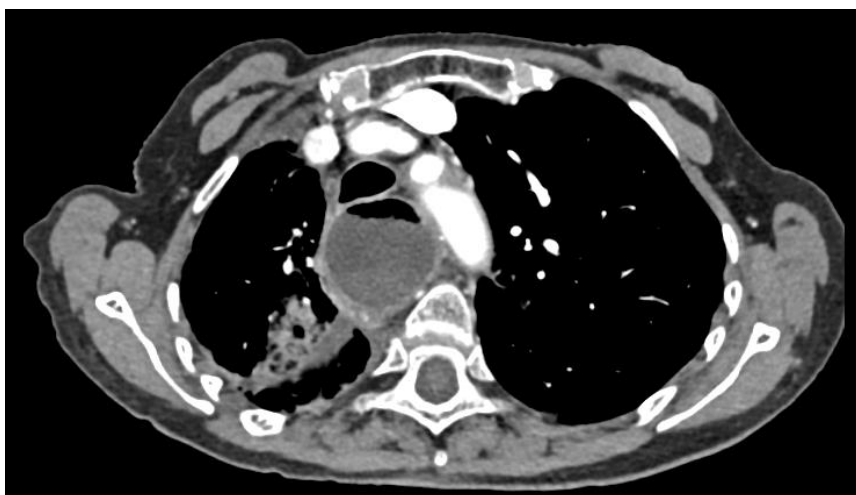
TC de tórax. Se objetiva masa pulmonar central perihiliar derecha sugerente de carcinoma pulmonar con signos de invasión mediastínica. (Servicio Radiodiagnóstico CAZA)
